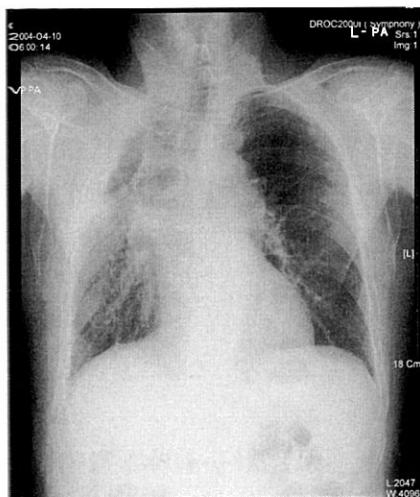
Follow-up radiograph after seven months shows volume loss of the right upper lobe, with tracheal deviation.
